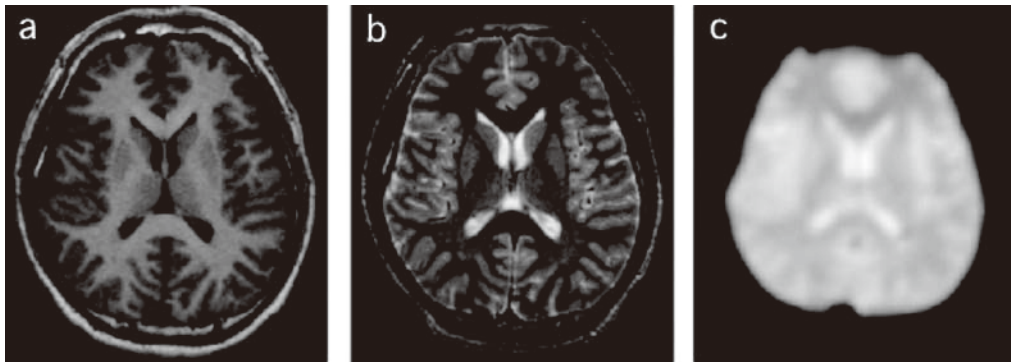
Images obtained with magnetic resonance imaging (MRI). (a) T1-weighted image. (b) T2-weighted image. (c) T2*-weighted image.
